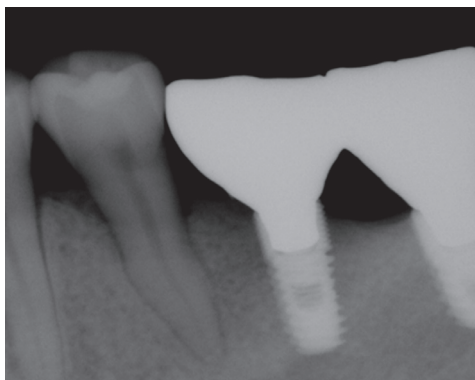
Periapical view taken 2 years ago.
